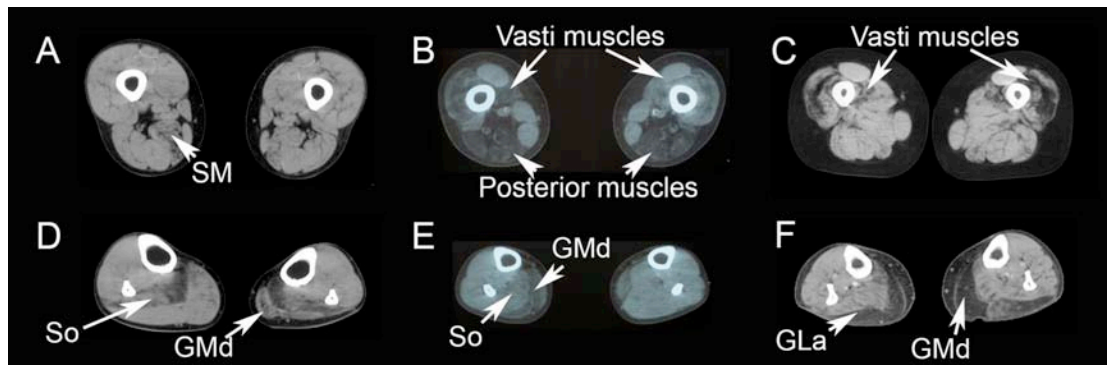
Muscle CT of patients with mutations in the *EMD* and *LMNA* genes showed some degree of variability. We observe some variability in the general finding in some patients. A and D: mild involvement of *semimembranosus*, *soleus* and *gastrocnemius medialis* in one patient. B and E: Predominant posterior involvement of the thighs, with asymmetric involvement of the *vasti* muscles and *gastrocnemius* muscles. C and F: Predominant involvement of *vasti* muscles associated to involvement of both *gastrocnemius* (GMd and GLa).
